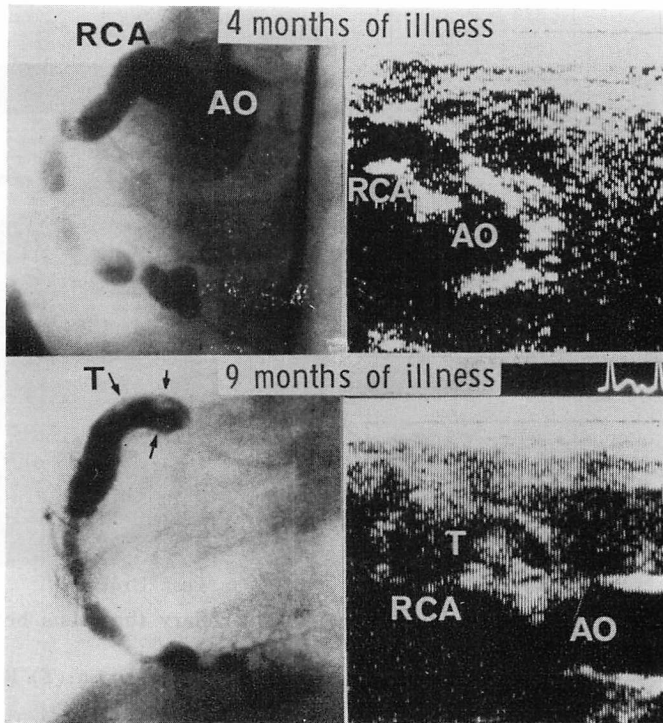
Serial two-dimensional echocardiograms and coronary angiograms in a case with intracoronary thrombus (Case 2: 1.3-year-old boy).
